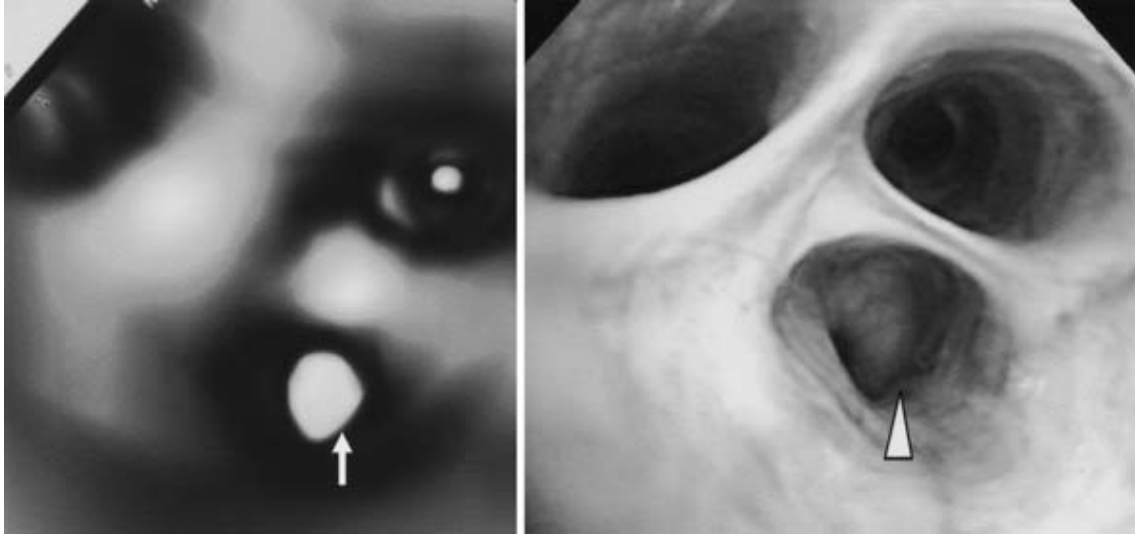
Virtual bronchoscopy re-constructed by CT revealed small nodule in the right lung, bronchial segment 4^a (indicated by arrow). That was found to be a submucosal tumor by bronchoscopy (triangle).
